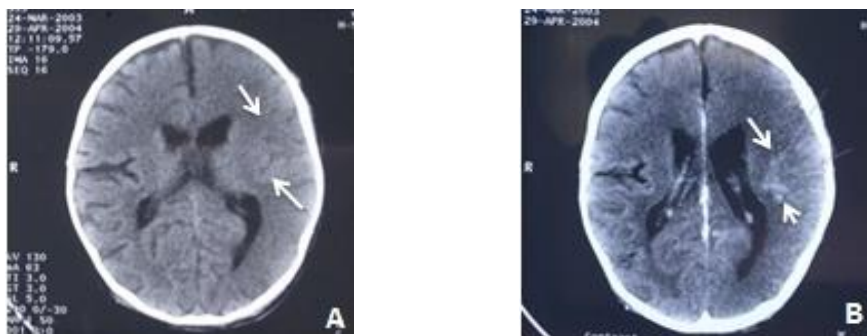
КТ головного мозга ребенка К., 1г1м диагноз: Генерализованная форма гемофильной инфекции, гнойный менингит, ишемический инсульт в бассейне левой среднемозговой артерии; 11-й день от начала болезни А.- без контрастного усиления, В-с контрастом
